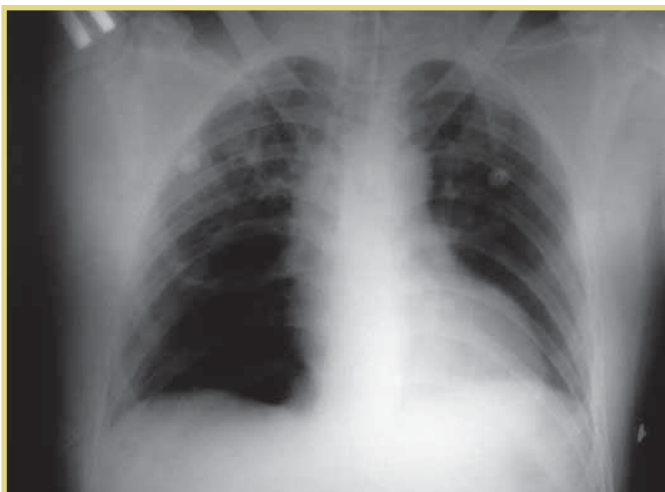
Рентгенограмма пациента В. с последствиями сочетанной автодорожной травмы в послеоперационном периоде перед выпиской из стационара
